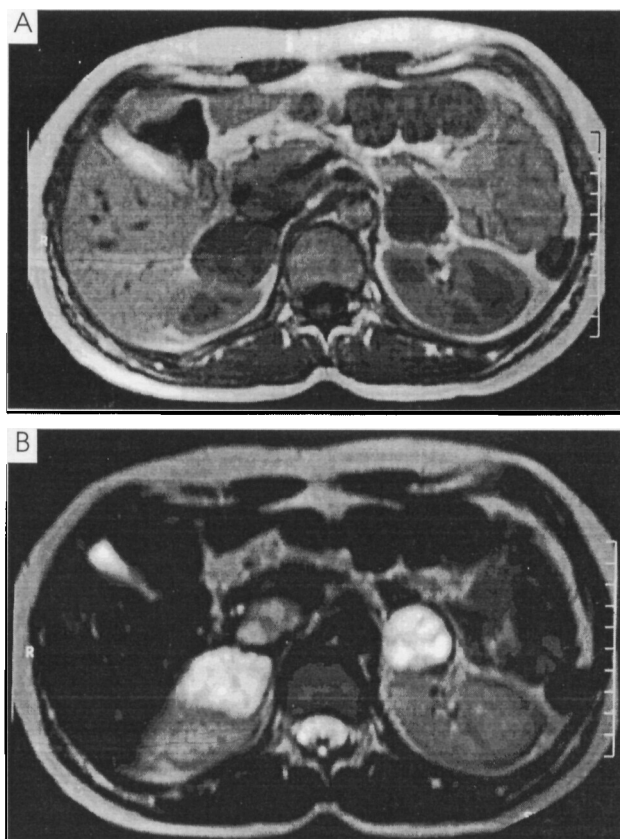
Ressonância Nuclear Magnética de Abdome: A: T1: Lesões nodulares adrenais bilaterais. Lesão semelhante em cabeça do pâncreas. B: T2: Lesões adrenais apresentando aspecto hiperintenso. Lesão pancreática apresenta aspecto discretamente mais intenso
